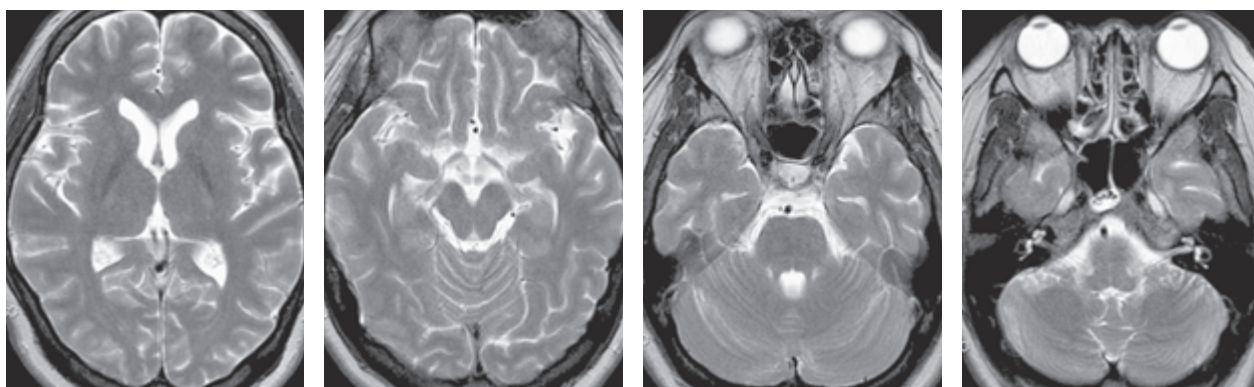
第1病日 頭部MRI (T2WI): 明らかな異常所見を認めない.
